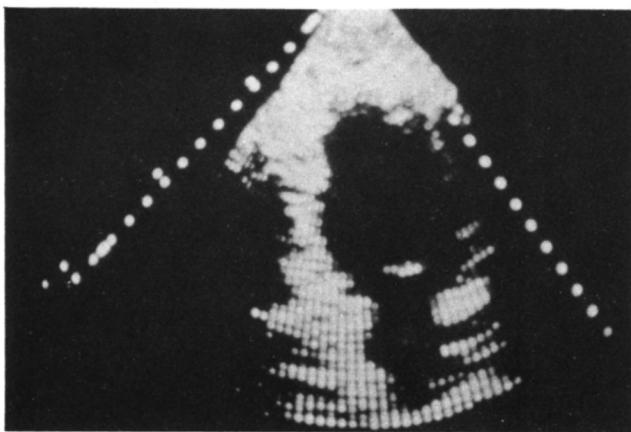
The apical 2 chamber view.
